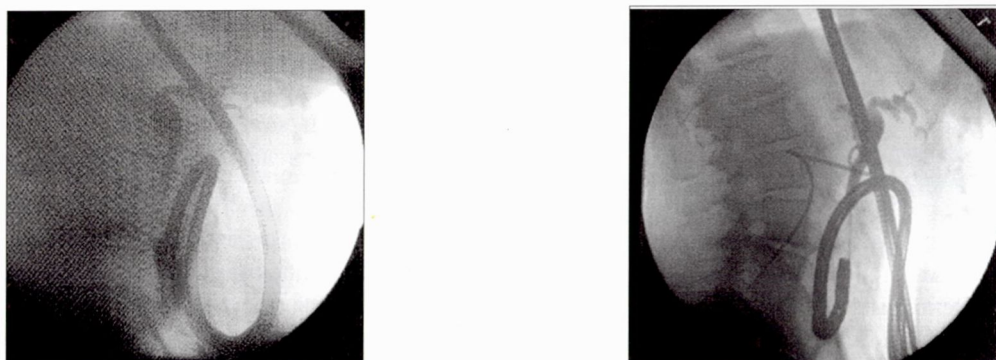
Анастомоз в модификации Бильрот-2 с брауновским соустьем (рентгенограмма)
